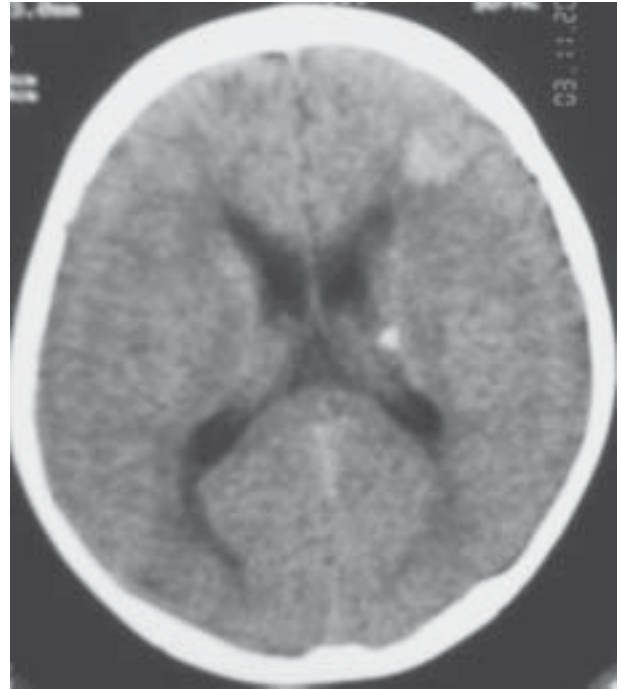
TAC cerebral com lesões hipodensas sugestivas de esclerose tuberosa.
